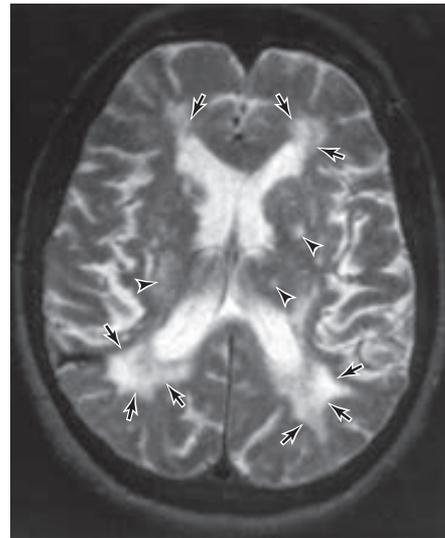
Imagen por resonancia magnética calibrada en T2 de un caso de demencia vascular, en la cual se aprecian focos de señales de intensidad anormalmente alta adyacentes a los ventrículos laterales (flechas) y en el interior de los ganglios basales (puntas de flecha).
